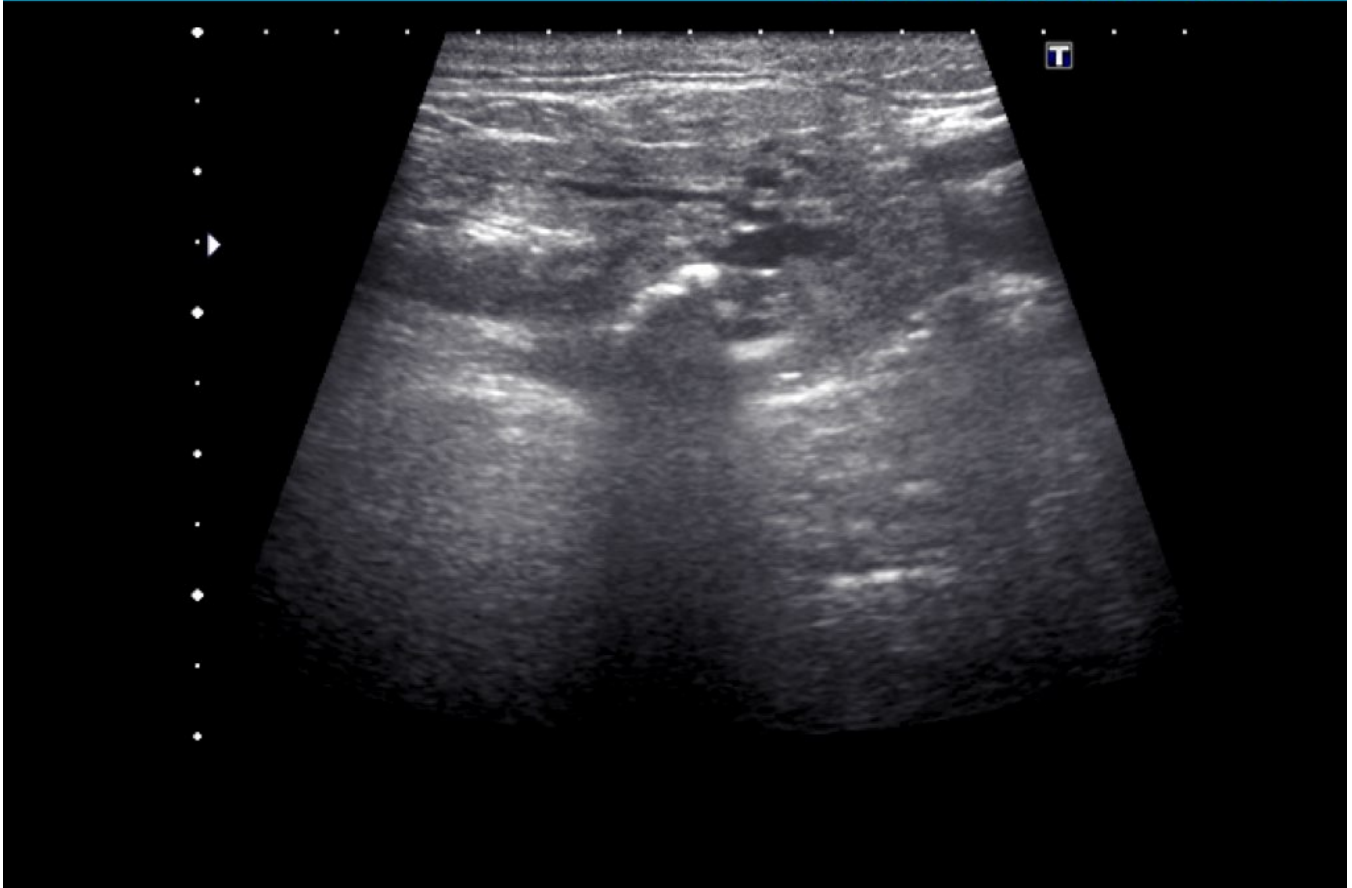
Ecografía. Sialolitiasis asociada a leve ectasia ductal.
